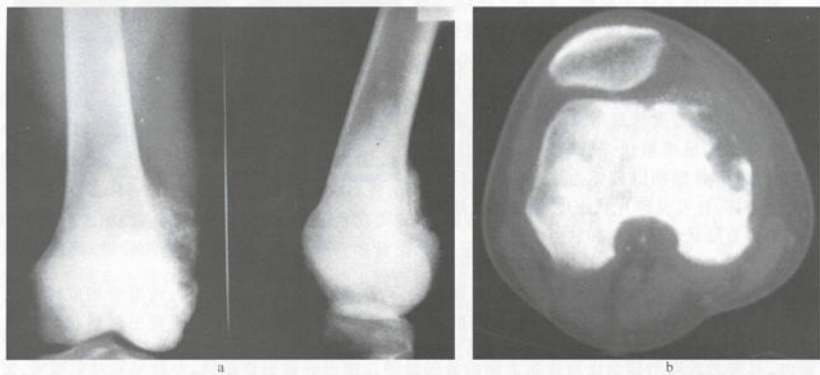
骨肉瘤 CT 与 X 线平片对照
